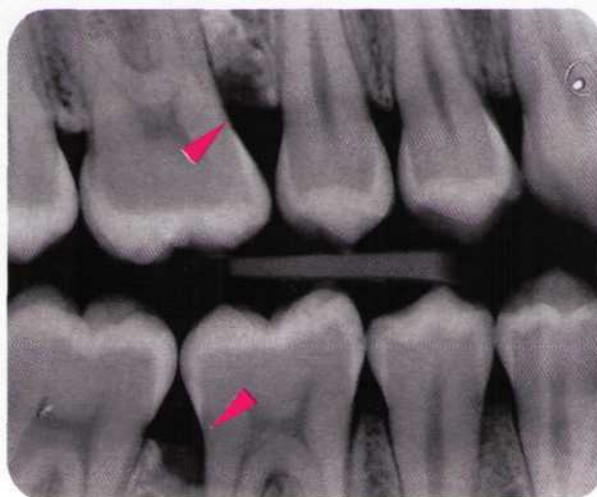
Рентгенограмма (пациентка в возрасте 15 лет, обнаружен ЛЮП - тип IIIA). Через 2 года с мезиальной стороны зуба 16 и с дистальной стороны зуба 46 обнаружены дефекты стенок альвеол (стрелки). Аналогичные дефекты есть и на противоположной стороне. Диагноз: ЛЮП. Очевидна важность регулярных клинического и рентгенологического обследований.
